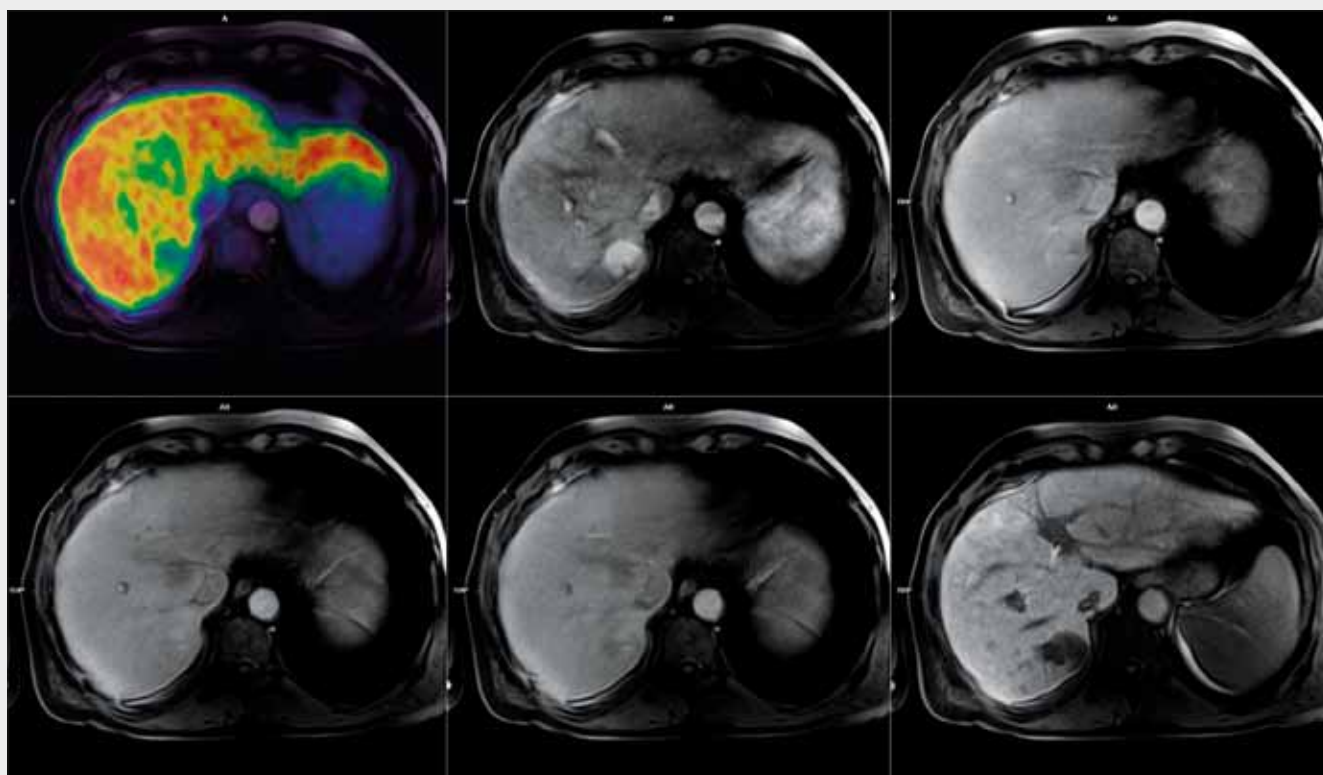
¹⁸F-FCH-PET/MRI, well differentiated hepatocellular carcinoma involved the right lobe with additional tumorous nodules in left lobe, tumorous tissue is hypervascularized with enhanced accumulation of fluorocholine: from top left to down right – PET/MRI fusion, MRI in arterial, portal, late extracellular phases, followed by hepatospecific phases after 10 and 30 minutes
